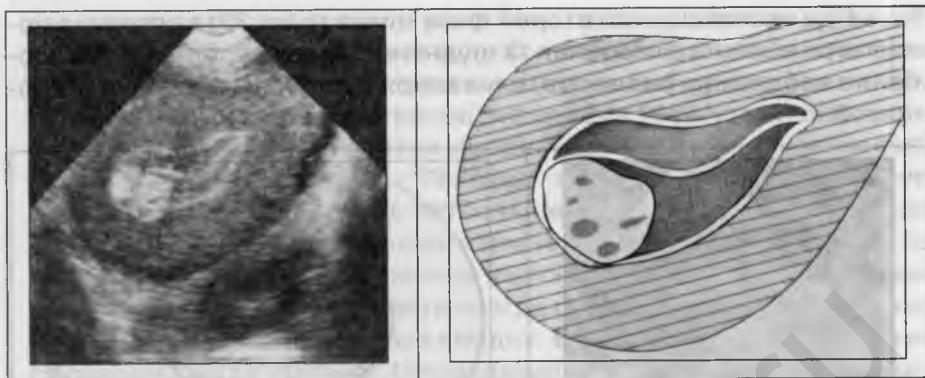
Железисто-фиброзный полип (УЗИ в позднюю стадию фазы пролиферации).
